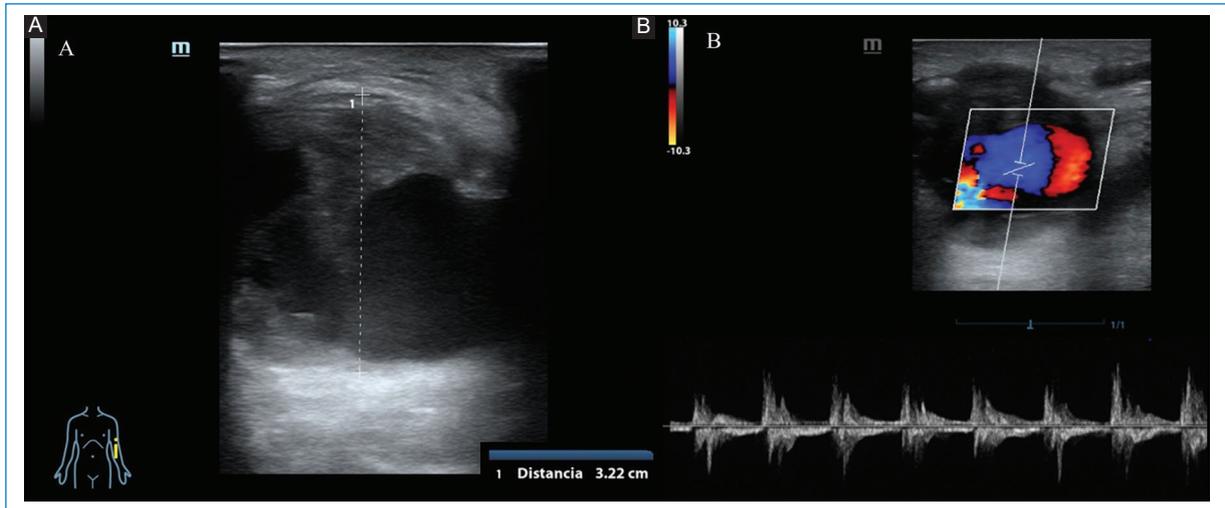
Paciente con fístula radiocefálica. Se observa dilatación aneurismática en la vena eferente, con contenido ecogénico endoluminal compatible con trombosis parcial (A). En la evaluación Doppler color se evidencia imagen en doble color (B).
